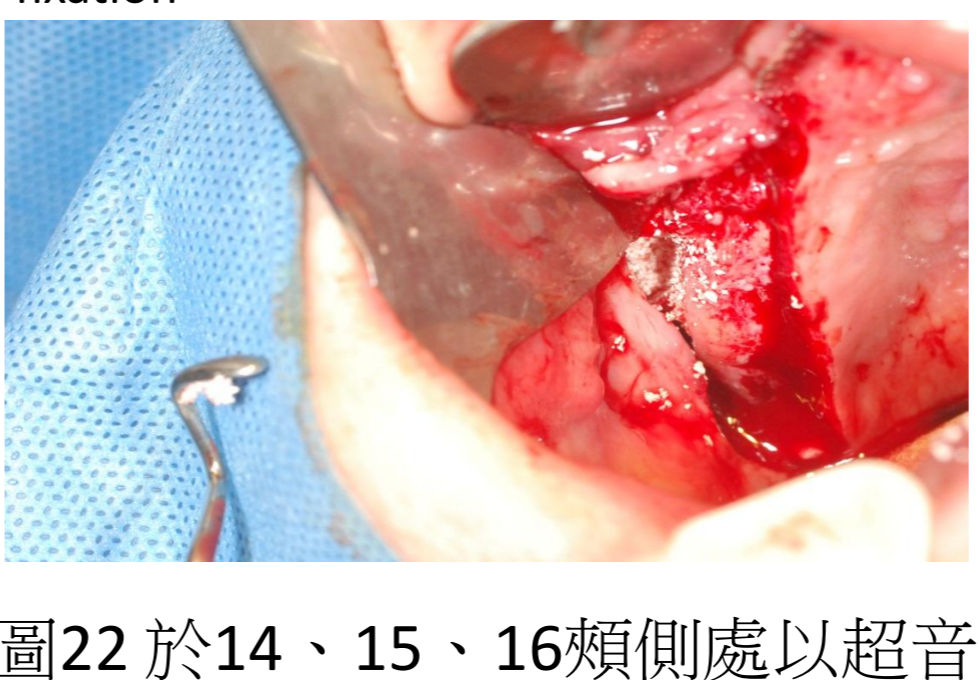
於14、15、16頰側處以超音波骨刀切開窗孔周緣
